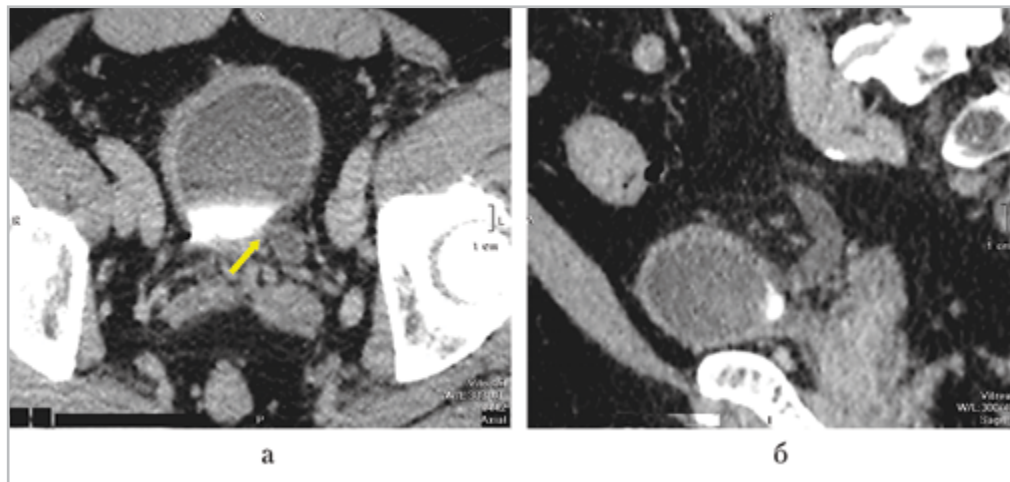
Компьютерная томограмма таза пациента с ятрогенной стриктурой, сформировавшейся после ТУР стенки мочевого пузыря по поводу злокачественного образования; выделительная фаза: *а* — аксиальная проекция; в нижней трети левого мочеточника определяется сужение просвета за счет короткой стриктуры (*стрелка*); *б* — сагиттальная проекция; проксимальные отделы мочеточника расширены
